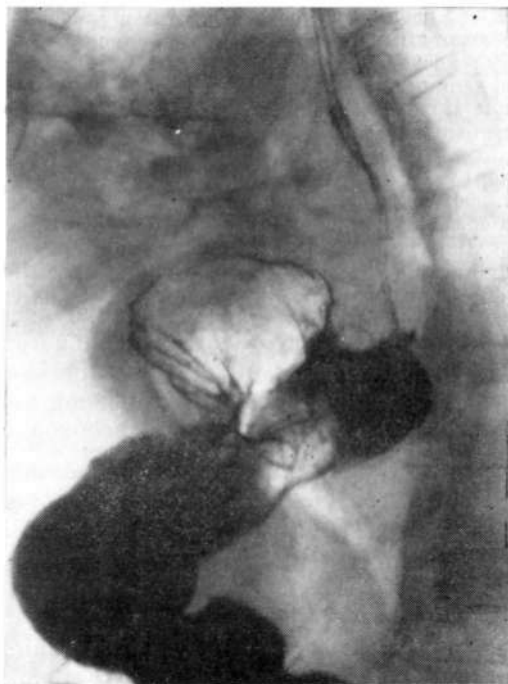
Рентгенограмма пищевода и желудка. Сочетание аксиальной фиксированной грыжи пищеводного отверстия и параэзофагеальной грыжи.
